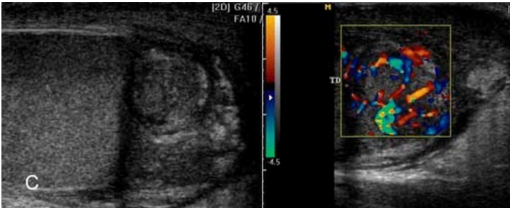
Ecografía Doppler Escrotal en Tumores del Epidídimo. A, B y C (De izquierda a derecha): Masas sólidas o complejas del epidídimo que demuestran hipervascularidad variable en el Doppler color. El estudio ecográfico es clave para diferenciar la naturaleza sólida de estas lesiones (Tumor Adenomatosoide o Sarcoma) de las lesiones quísticas, si bien el diagnóstico definitivo requiere biopsia por congelación. Fuente: Instagram, 2022.
